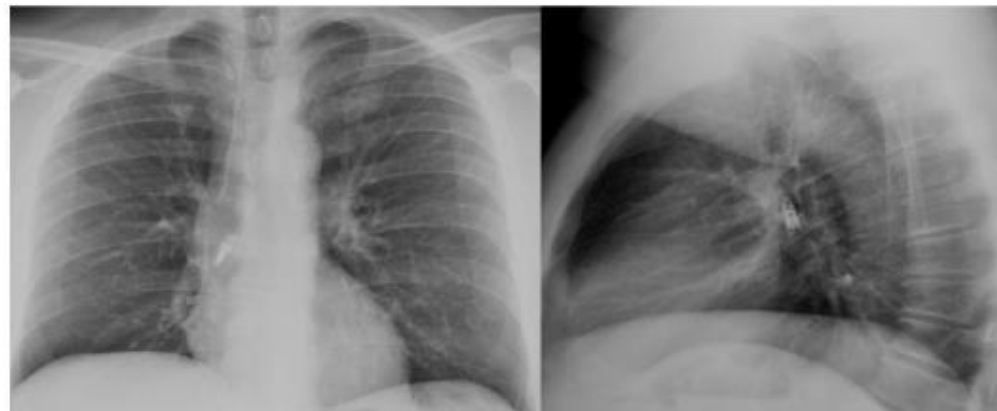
Radiografía de tórax posteroanterior y lateral, en la que se visualiza cuerpo extraño (bombilla) alojado en el bronquio principal derecho.
